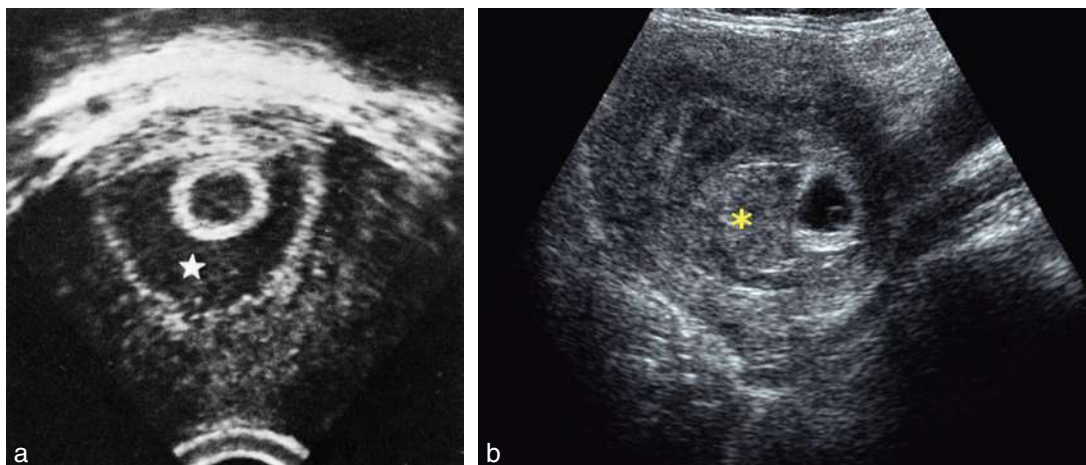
Hématome décidual étendu à 5–6 SA. a. L'hématome (★) entoure complètement le petit œuf de 5 SA qui semble flotter dans la cavité utérine. b. Très gros caillot intra-utérin (*) à 6 SA, beaucoup plus gros que l'œuf. On pourrait évoquer un polype mais le Doppler couleur est négatif et l'évolution se fait vers la lyse du caillot.
